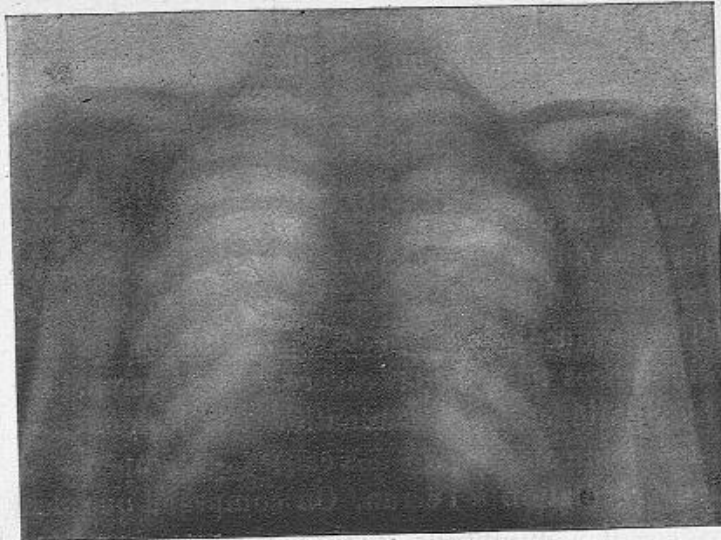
Tuberculose du poumon droit, soupçonnée par le Dr Rendu d'après les symptômes généraux et les signes d'auscultation, mais affirmée seulement après l'examen radiographique du Dr Oudin.
